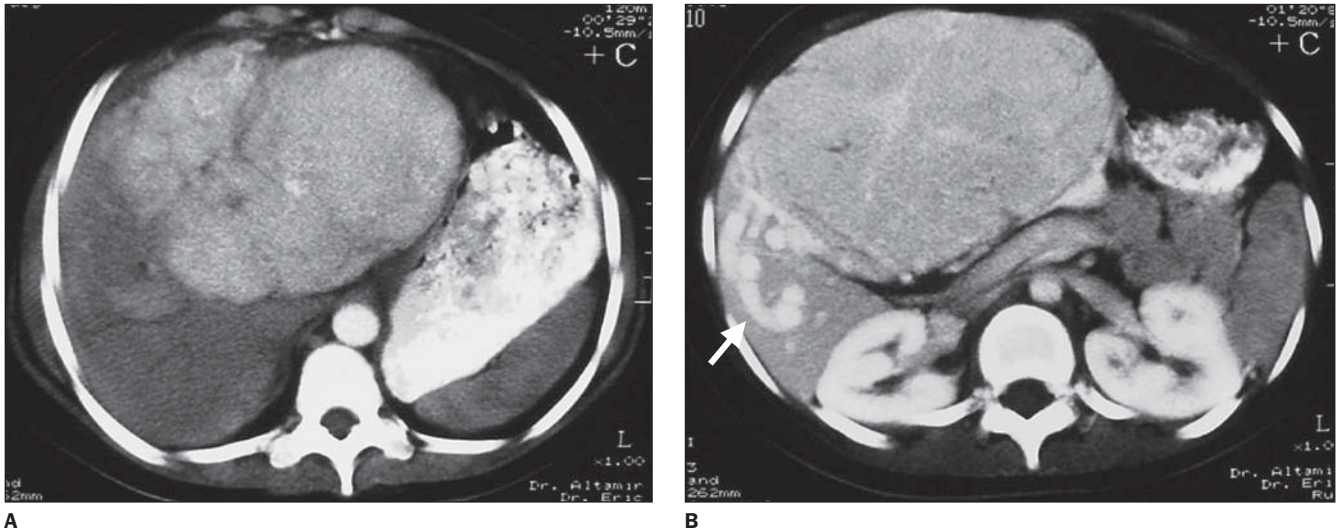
Tomografia computadorizada helicoidal de abdome. No centro da massa há uma cicatriz central (hipodensa) de 1 cm de diâmetro (A), que se torna hiperdensa (B) nas fases tardias. Há vasos dilatados e tortuosos (seta) no lobo direito preservado (malformação arteriovenosa), que “alimentam” a massa hepática hipervascularizada.
